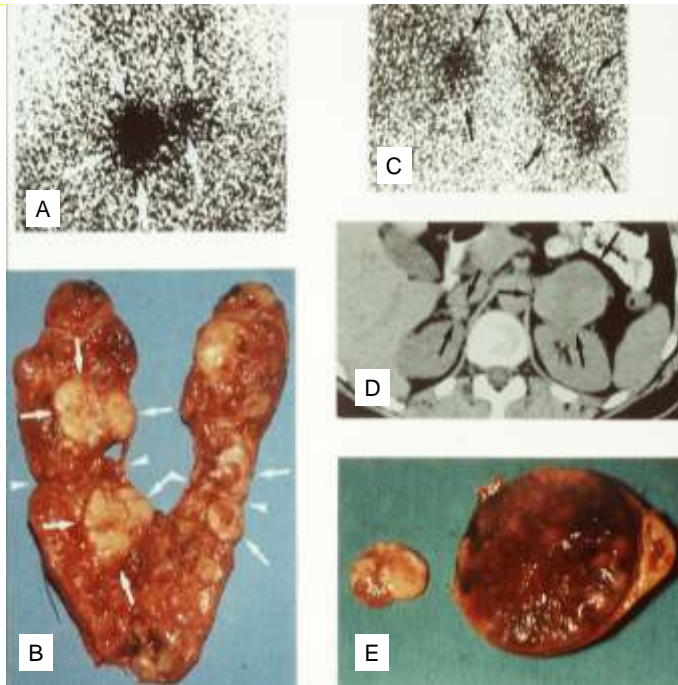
Neoplasia endocrina múltiple tipo 2 (NEM 2) en un paciente de 44 años. A y B: Carcinoma medular de tiroides; cintigrafía MIBG (A, C) y la pieza quirúrgica (B) con múltiples tumores (flechas largas); las flechas cortas apuntan al puente de tejido del corte y la preparación abierta). C-E: Feocromocitoma bilateral (D: TC, vista horizontal). De Neumann HPH. The Keio J Med 2005;5:15-21 con el amable permiso del publicador (para la referencia complete ver sección referencias).
